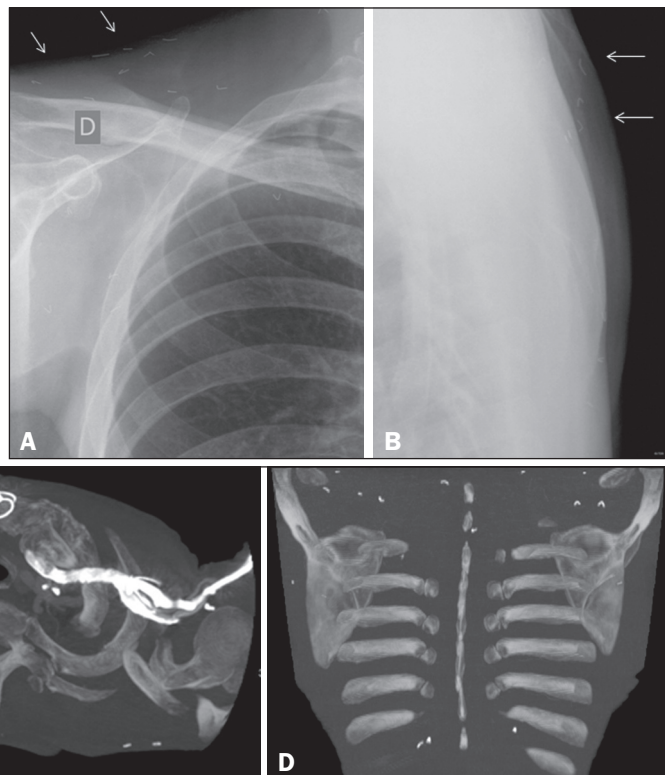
Radiografia de tórax frontal (A) e perfil (B) mostrando pequenas imagens metálicas no tecido subcutâneo da região dorsal e da região supraclavicular, com tamanhos semelhantes e formas variadas, algumas lineares e outras com algum grau de curvatura. C,D: PET/CT, cortes axiais de tomografia computadorizada de tórax revelando pequenas imagens com densidade metálica no tecido subcutâneo, predominando na região dorsal.
